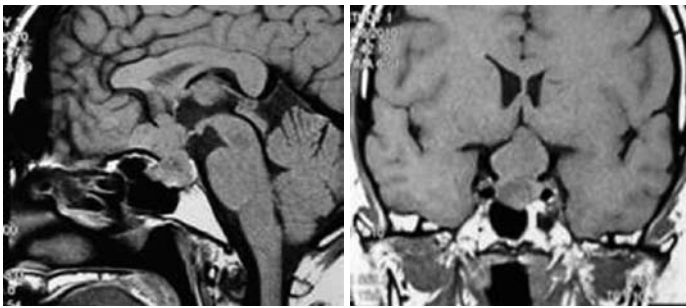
МРТ головного мозку до операції.
